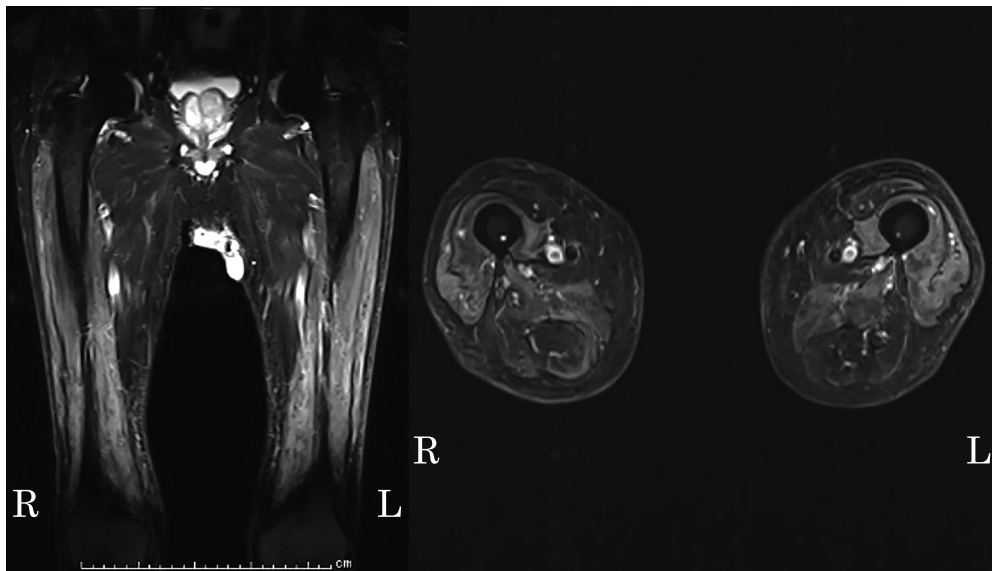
MRI of the bilateral thighs.
